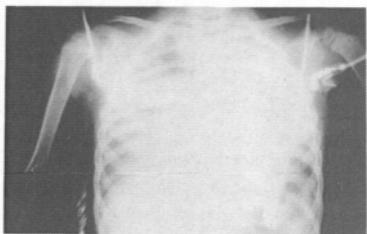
Diffuse bilateral pulmonary edema is seen on chest x-ray.
